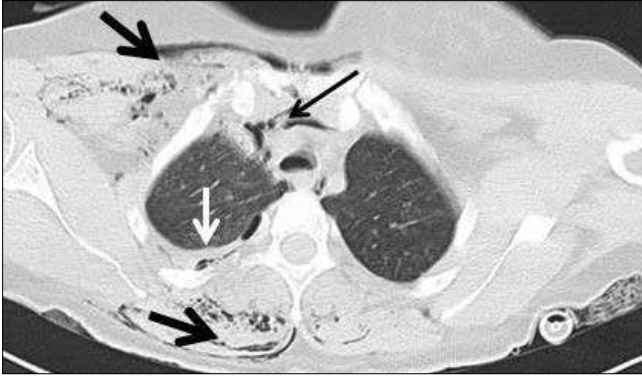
Özofagus rüptürüne bağlı yaygın pnömomediasten (uzun ok) ve cilt altı amfizem (kısa ok) gözlenen BT kesiti
